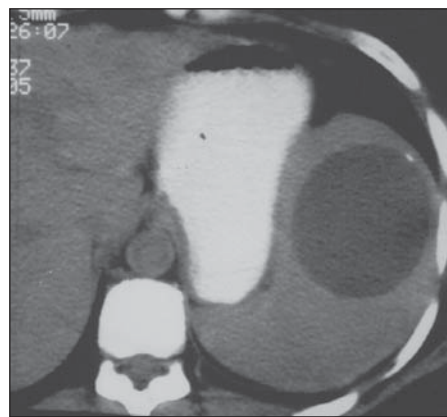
Cisto esplênico epitelial ou verdadeiro caracterizado à TC como imagem hipodensa, com limites bem definidos, com foco de calcificação parietal. Septos e trabeculações podem estar presentes, sendo mais bem caracterizados pelo US.
